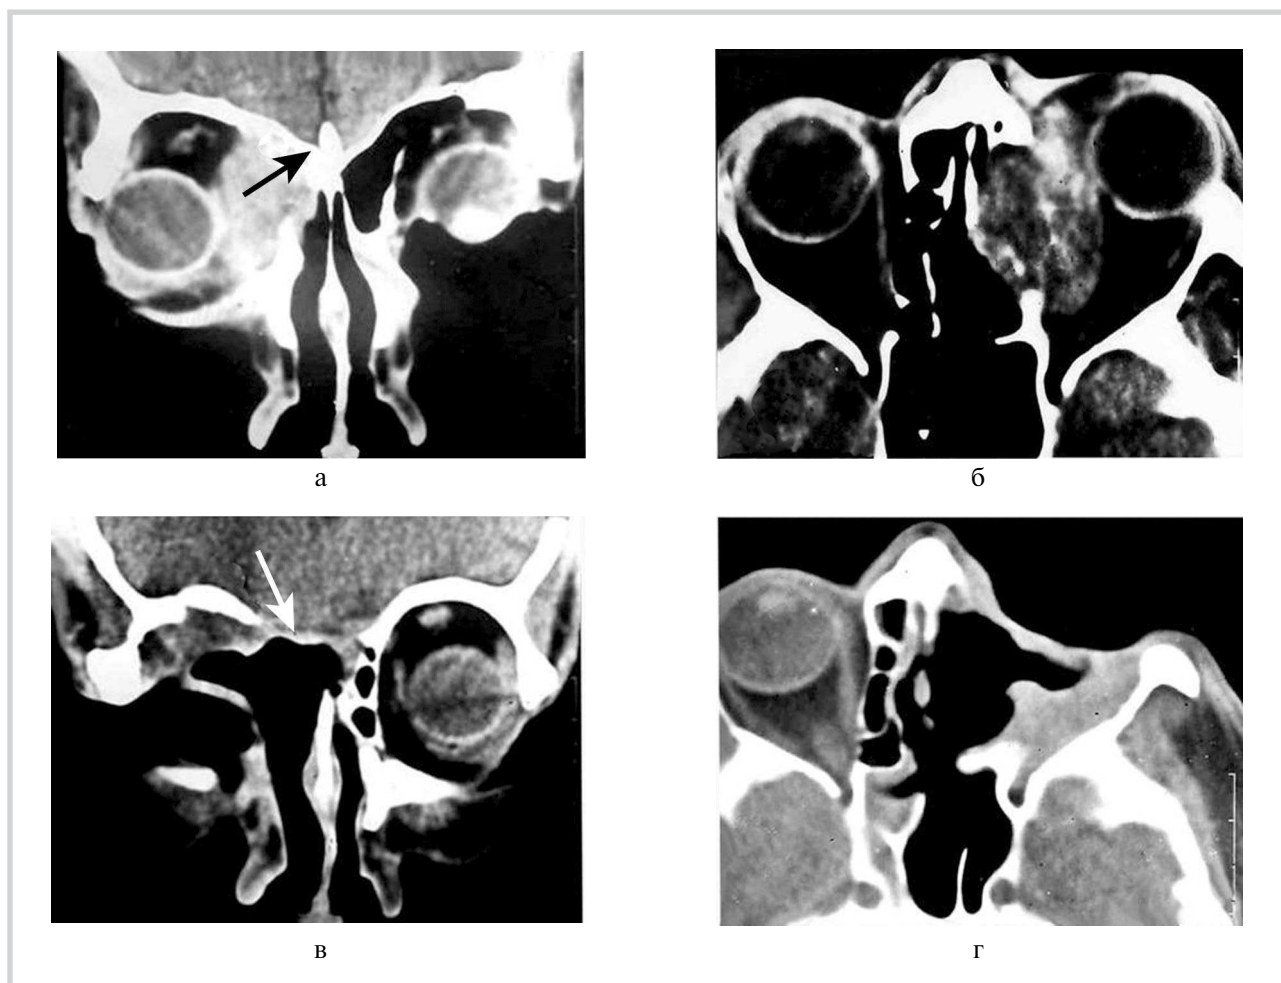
КТ больного с распространенной эстезионеробластомой пазух решетчатой кости слева.
